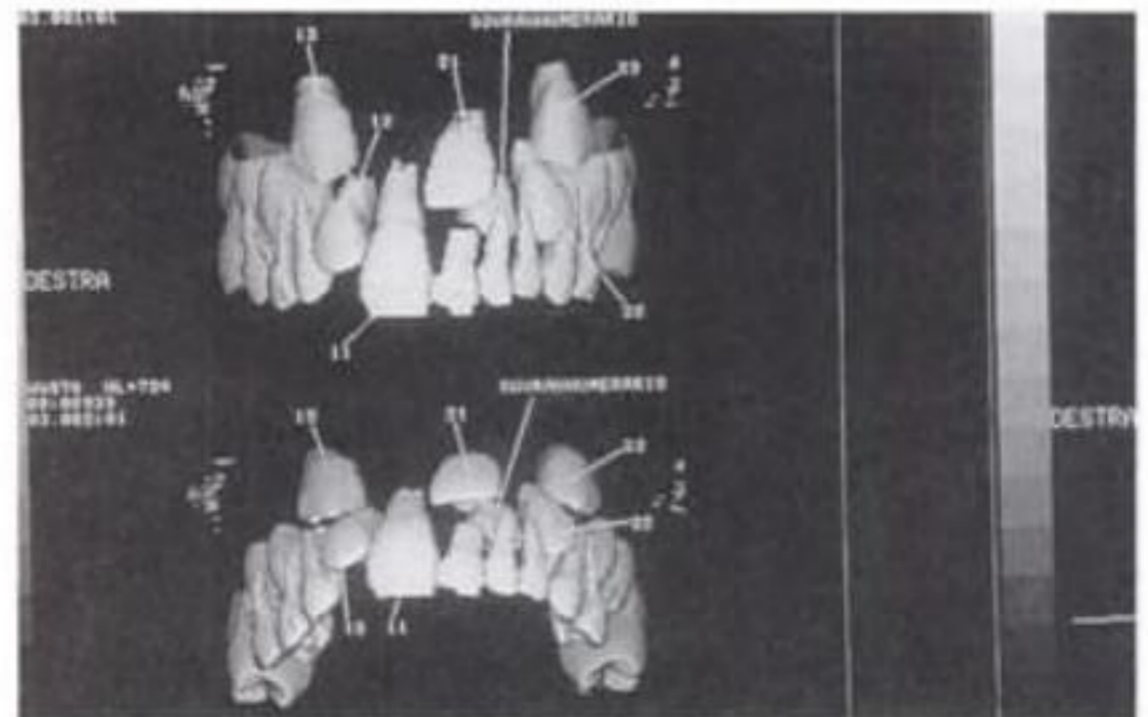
Tomografía computarizada, en la que se puede observar un diente supernumerario que obstaculiza la erupción del 21-22.
